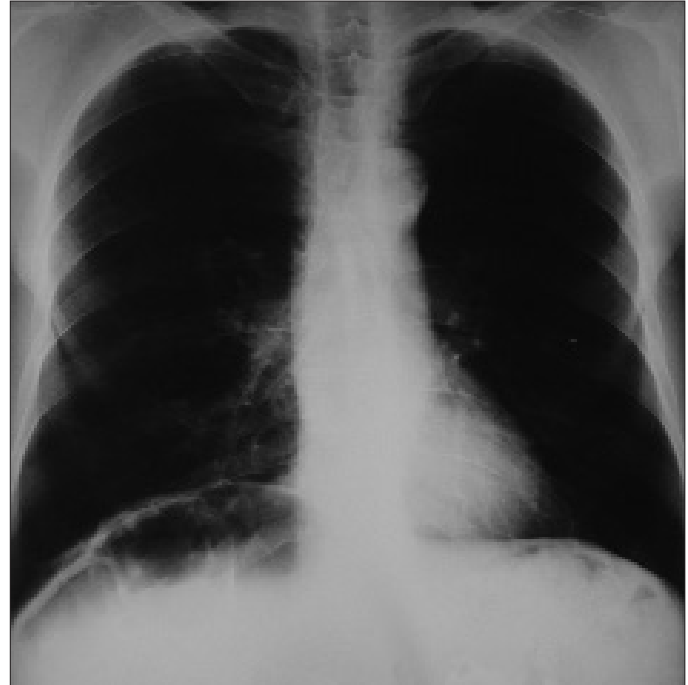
PA Akciğer grafide sağ diyafragma altında hastrasyon izlenimi veren havalı alan izlenmektedir
